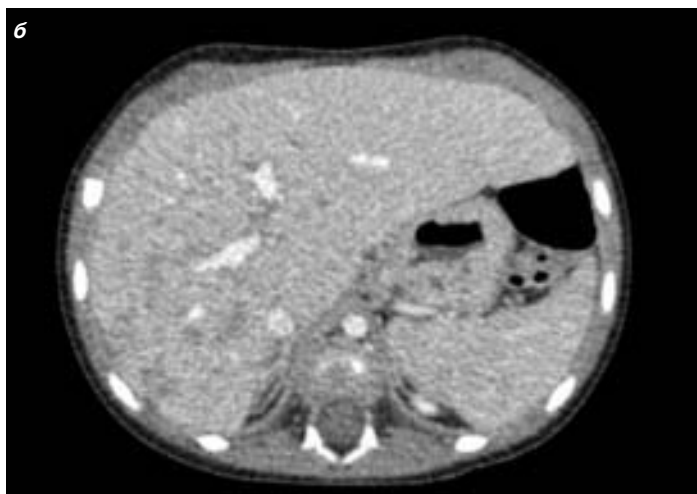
КТ органов брюшной полости после лечения: а – фронтальная проекция; б – аксиальная проекция.
